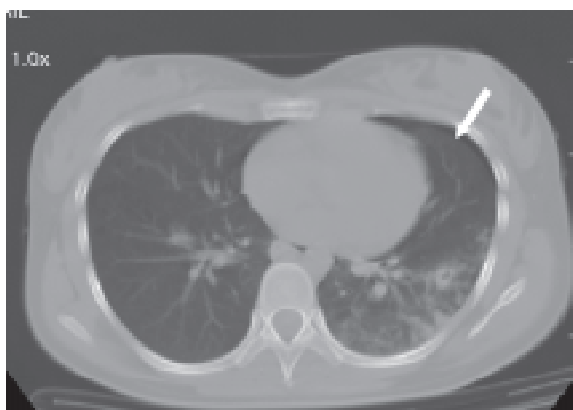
Primera TAC en San Luis: neumotórax laminar izquierda
